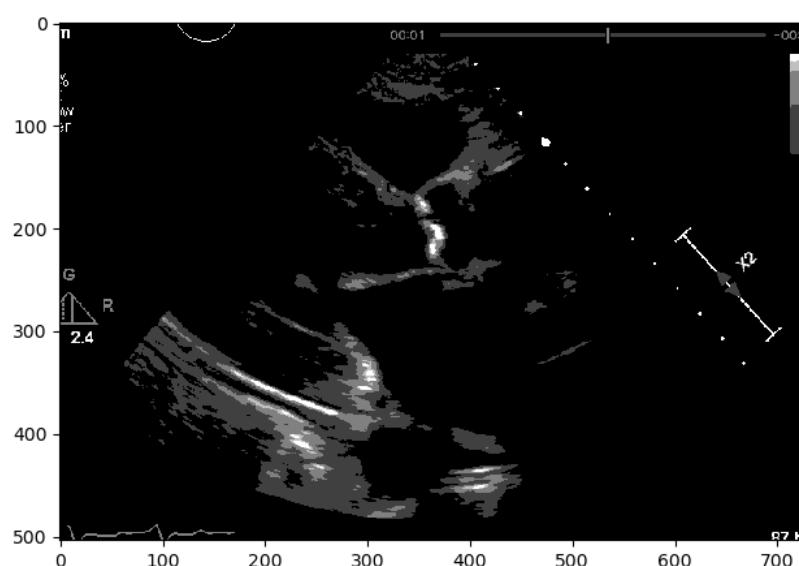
Ecocardiografia com segmentação baseada na região.
